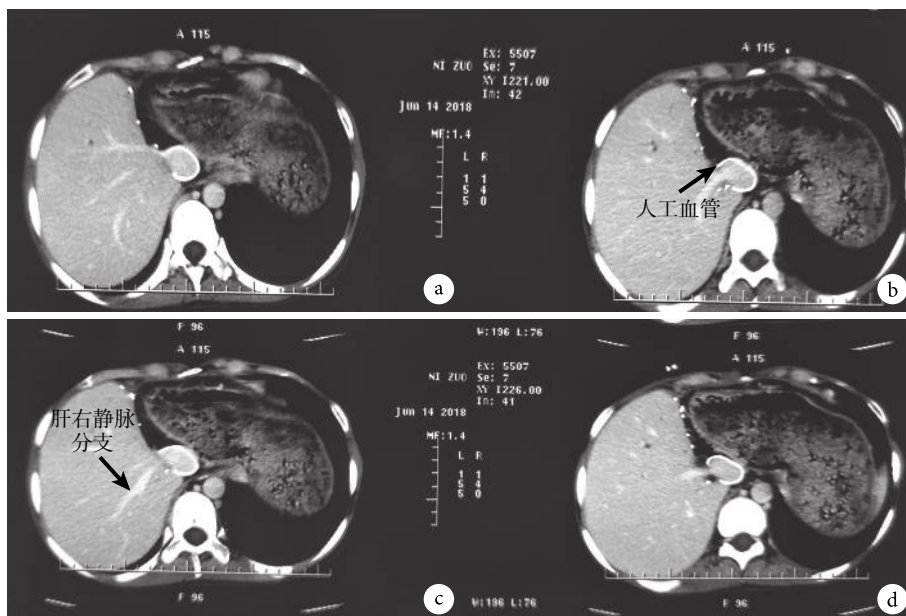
术后半年 CT 复查示腔静脉及肝静脉流出道通畅
